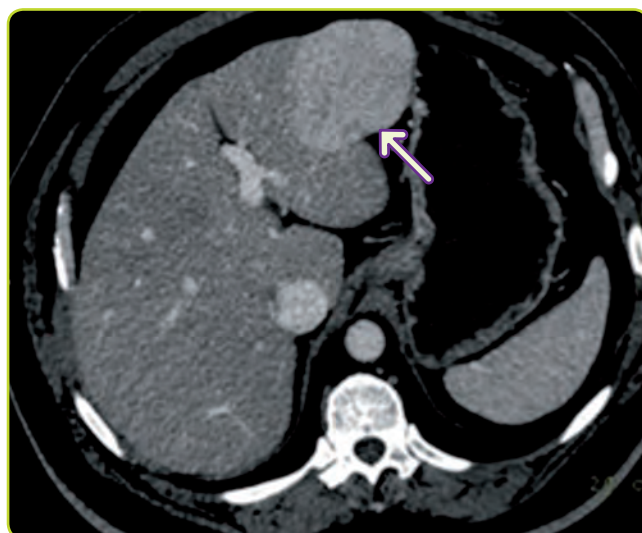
TC de hiperplasia nodular focal, en cortes secuenciales tras administración de contraste intravenoso Fase portal. La HNF es visible como una lesión hipervascular.
